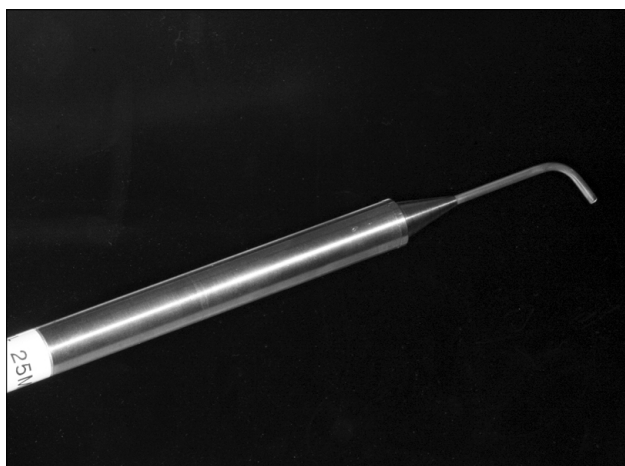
Doppler ultrasound equipment (Left) and 25 MHz probe (Right).
